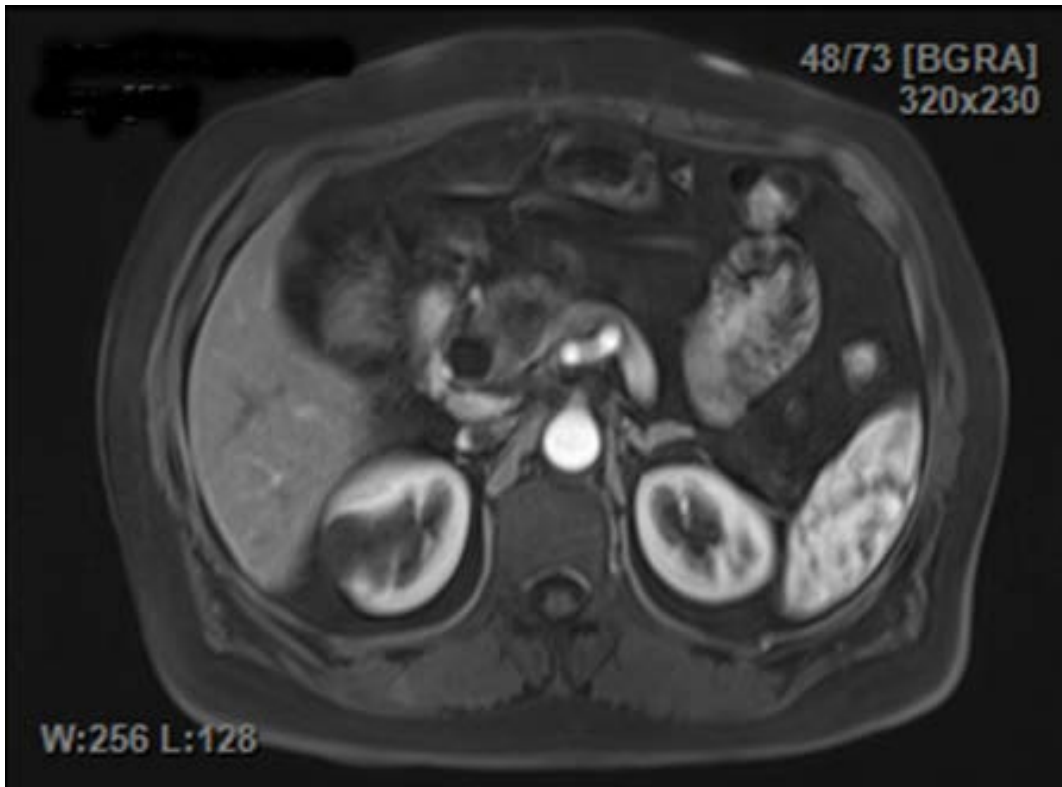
МРТ. Нейроендокринна пухлина головки ПЗ.
